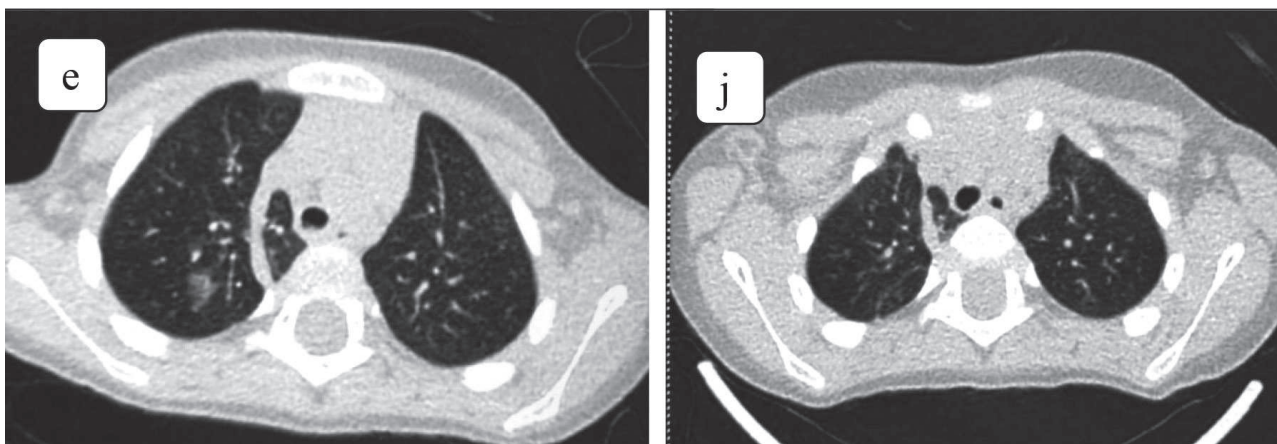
Secțiuni orizontale ale cutiei toracice la Tomografia computerizată la copiii examinați
